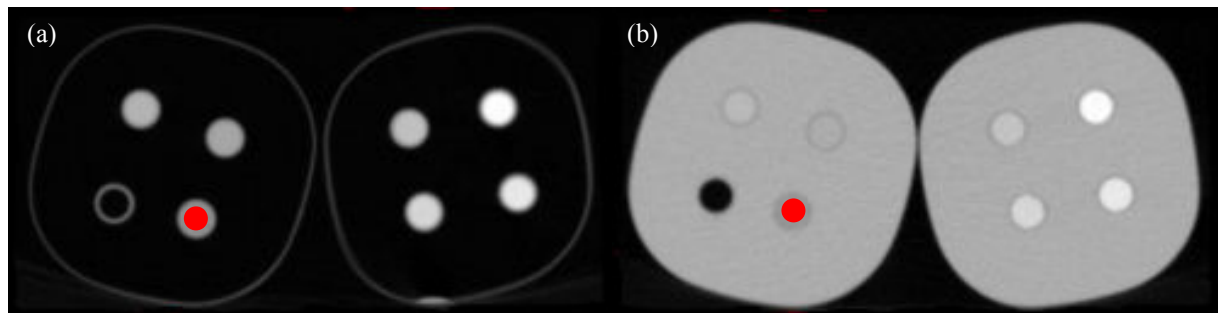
10. Coupes CT des huit matériaux de calibrage dans (a) l'air et dans (b) l'agarose (vue de face). Le disque rouge représente la région d'intérêt tracée pour le calcul de l'Indice Hounsfield du matériau en question.
